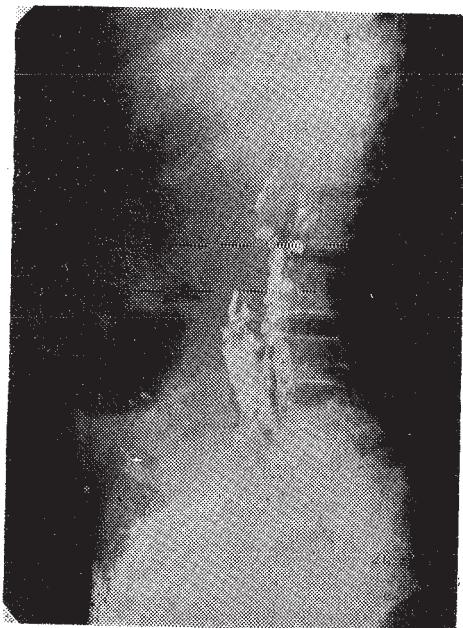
Bilhassa sağda fazla olmak üzere her iki pleura boşluğununda mayi toplandıktan sonraki akciğer grafisi
